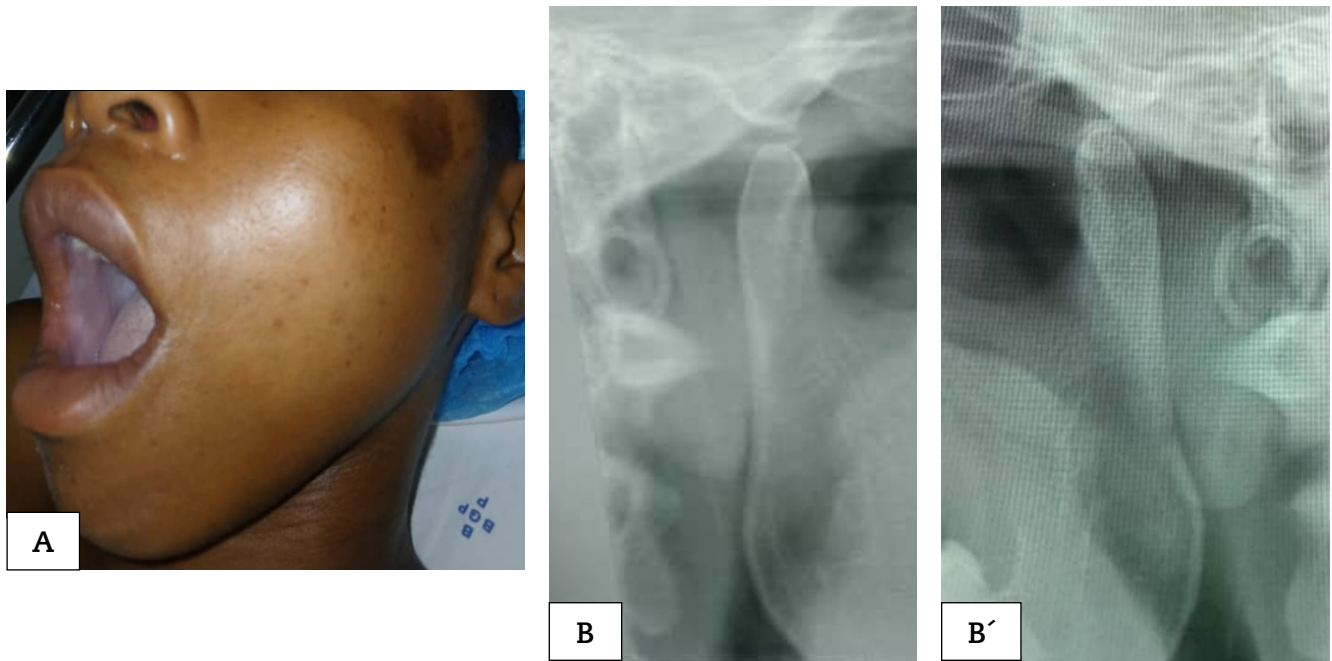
Paciente con subluxación crónica de la ATM. A: apertura bucal máxima de 49 mm, depresión preauricular. B: radiografía de la ATM derecha e izquierda (B'), se observa el cóndilo por encima de la eminencia articular.
